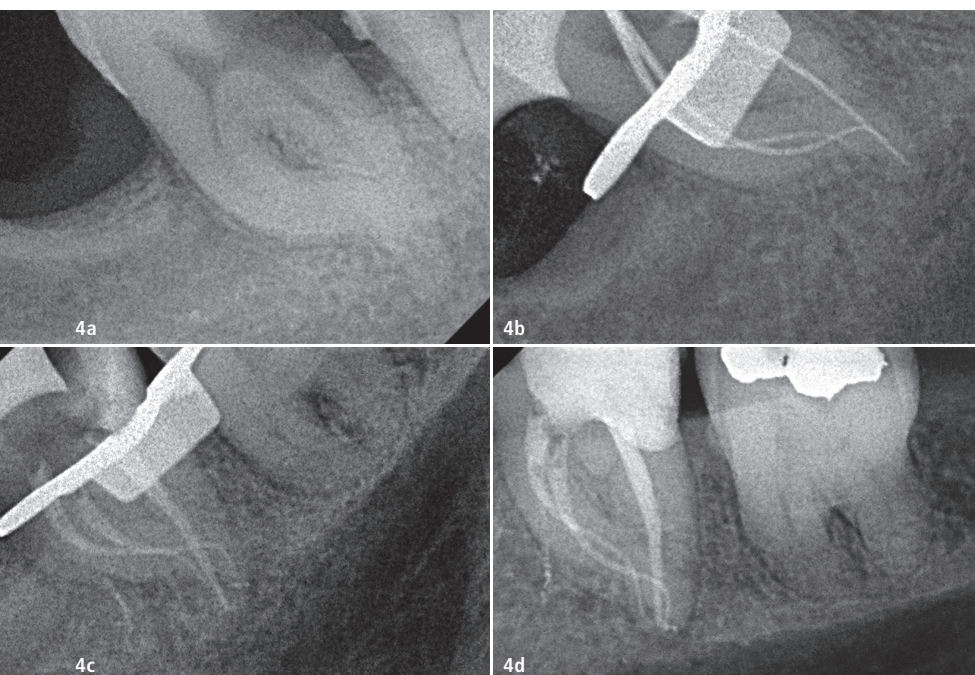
S-förmige mesiale Wurzel im zweiten UK-Molar, a) präoperatives Röntgenbild mit tiefen Kariesläsionen distal, b) Röntgenbild periapikal mit der HyFlex™ EDM 15/.03 auf Arbeitslänge, c) postoperatives Röntgenbild nach Obturation, d) fertige Restauration.
